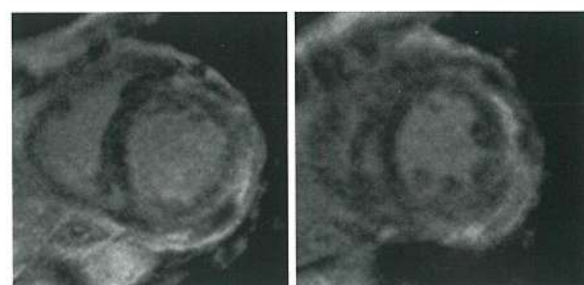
心臓 MRI late gadolinium enhancement 所見。心筋中層を中心とした defect 所見と前側壁中心に認める
